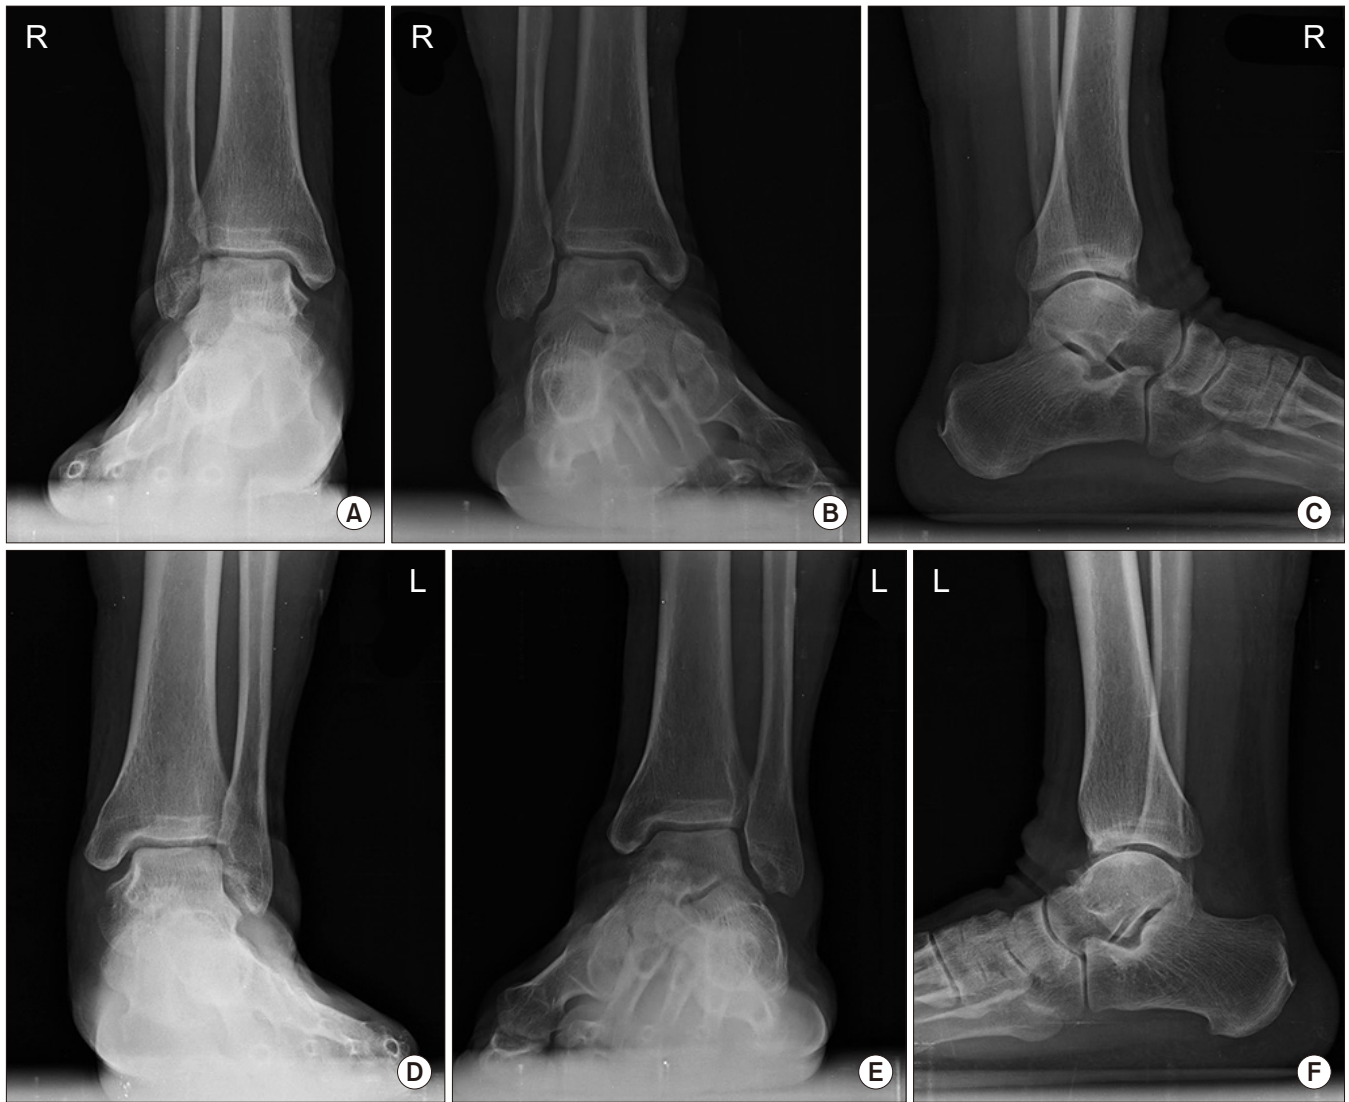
Radiographs at postoperative 18 months shows remodeling of articular surface on the right side (A, anteroposterior; B, mortise; C, lateral) while no specific changes were noted on the left side (D, anteroposterior; E, mortise; F, lateral).
